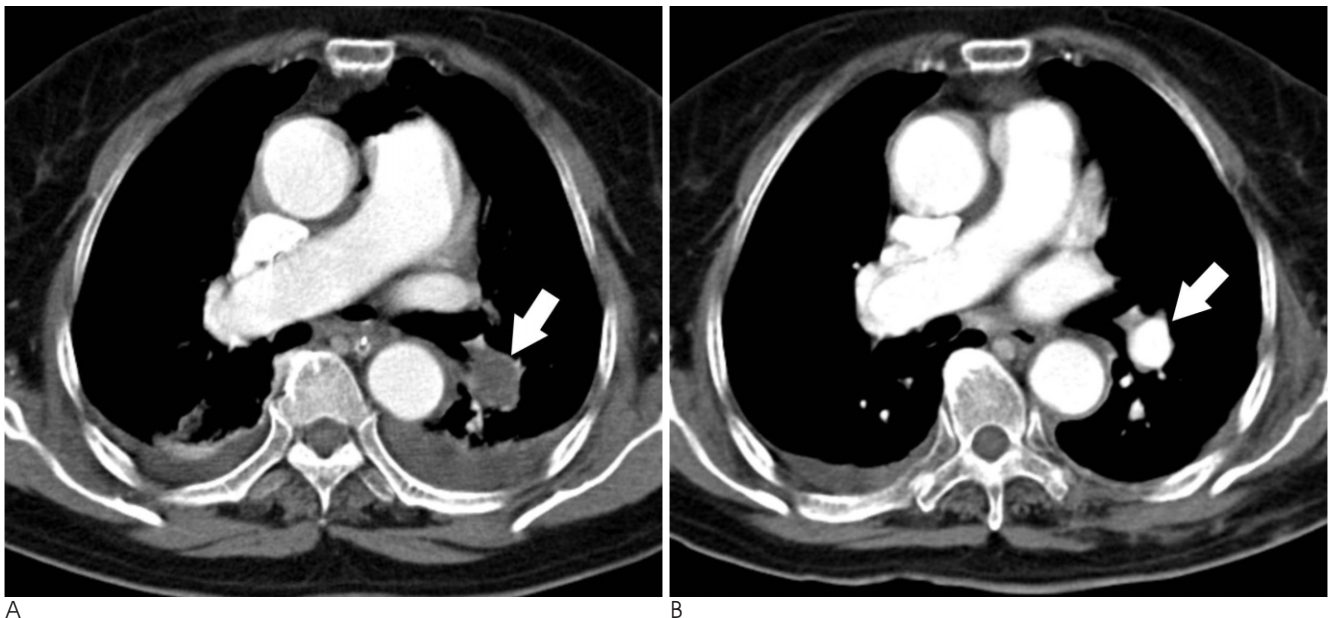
CT findings of a good responder.
